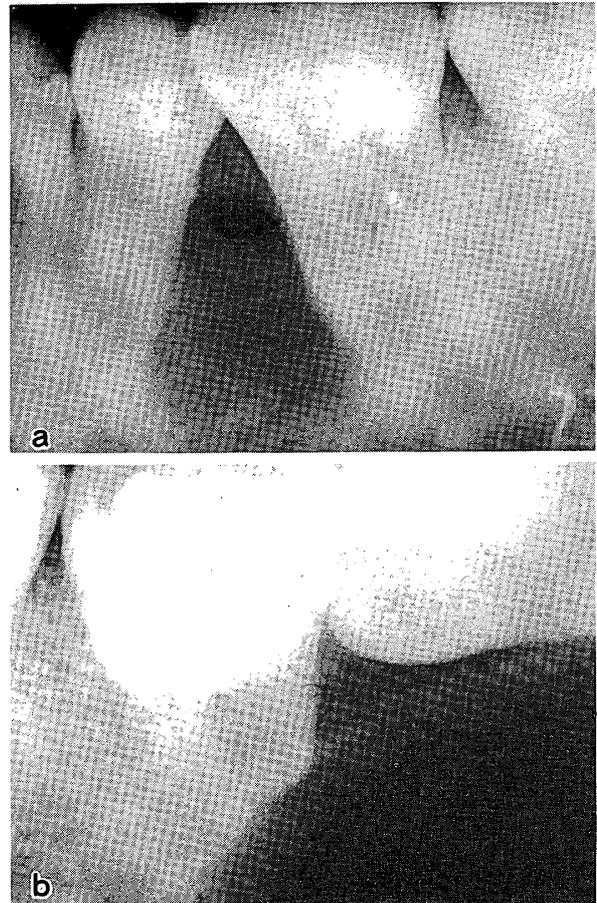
原始嚢胞の2例(a: 5]と6]の歯間に発生した原始嚢胞で、境界明瞭な均一のX線透過像を示す。b: 8]部に発生した原始嚢胞で、隣存歯の歯根吸収が認められる。)
